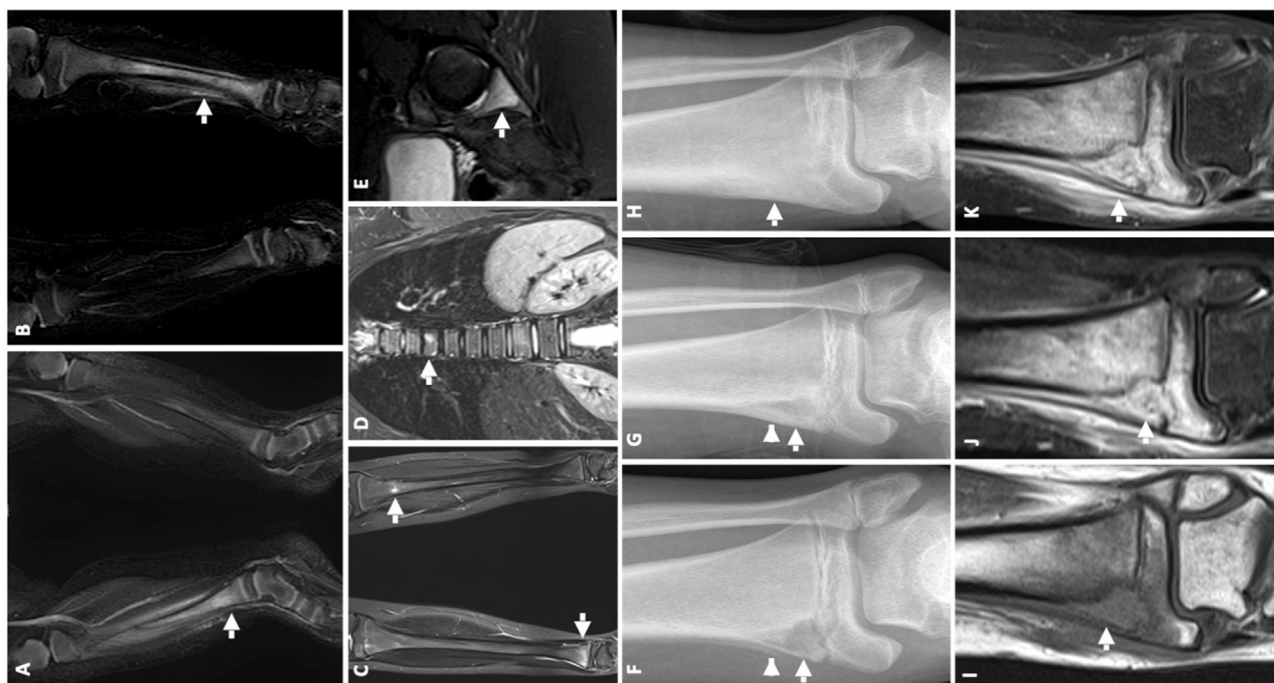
(A y B) Niño de 2 años que presentó dolor y signos de inflamación local en la extremidad inferior derecha con elevación leve de la VSG (34 mm/h) y la PCR (4 mg/L). (A) La RM inicial reveló edema metafisario y diafisario en la tibia derecha (flecha). No se aisló ningún patógeno y la enfermedad se clasificó como osteomielitis bacteriana sin etiología microbiológica identificada. (B) A los 5 meses, tuvo un episodio similar en la extremidad inferior izquierda, y la RM reveló edema metafisario y diafisario en la tibia izquierda (flecha), llevando al diagnóstico de OMCR. (C-E) Niña de 11 años que presentó dolor y signos de inflamación local en la extremidad inferior derecha con elevación leve de la VSG (24 mm/h) y la PCR (3 mg/L). Antecedente de dolor de espalda de un año de duración. La RMCE en secuencia STIR (*short tau inversion recovery*) reveló múltiples focos de edema óseo: en la metafisis tibial (flechas en C), en el cuerpo vertebral de T7 (flecha en D), y la pared posterior del acetábulo (flecha en E). (F-K) Adolescente varón de 14 años que presentó dolor y signos de inflamación local en la extremidad inferior izquierda y elevación leve de la VSG (80 mm/h) y la PCR (3 mg/L). (F) La radiografía anteroposterior inicial mostró una lesión lítica excéntrica adyacente a la fisas al nivel de la metafisis de la tibia distal (flecha), con reacción perióstica discontinua (cabeza de flecha). (G) Cinco meses después, el tamaño de la lesión había disminuido (flecha) y la reacción perióstica era continua (cabeza de flecha). (H) A los 2 años, la lesión se había resuelto, con esclerosis ósea residual mínima (flecha). (I) RM al diagnóstico con visualización de una lesión transfisaria: hipointensa en secuencias T1 (flecha) e (J) hiperintensa en secuencias T2 (flecha). (K) Realce intenso de la lesión ósea y los tejidos blandos circundantes (flecha).
